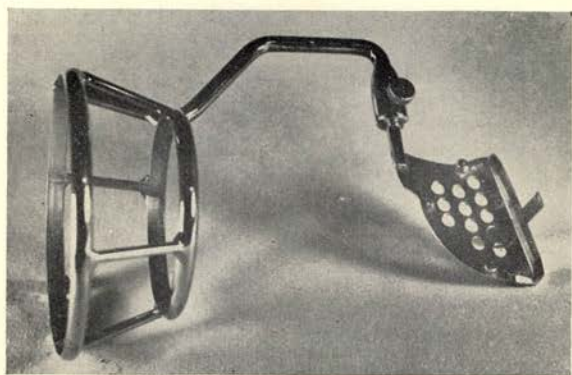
Apparaat voor het vervaardigen van Molaar „bitewing” photo's. (Modificatie van het apparaat beschreven door Van den Berg)
